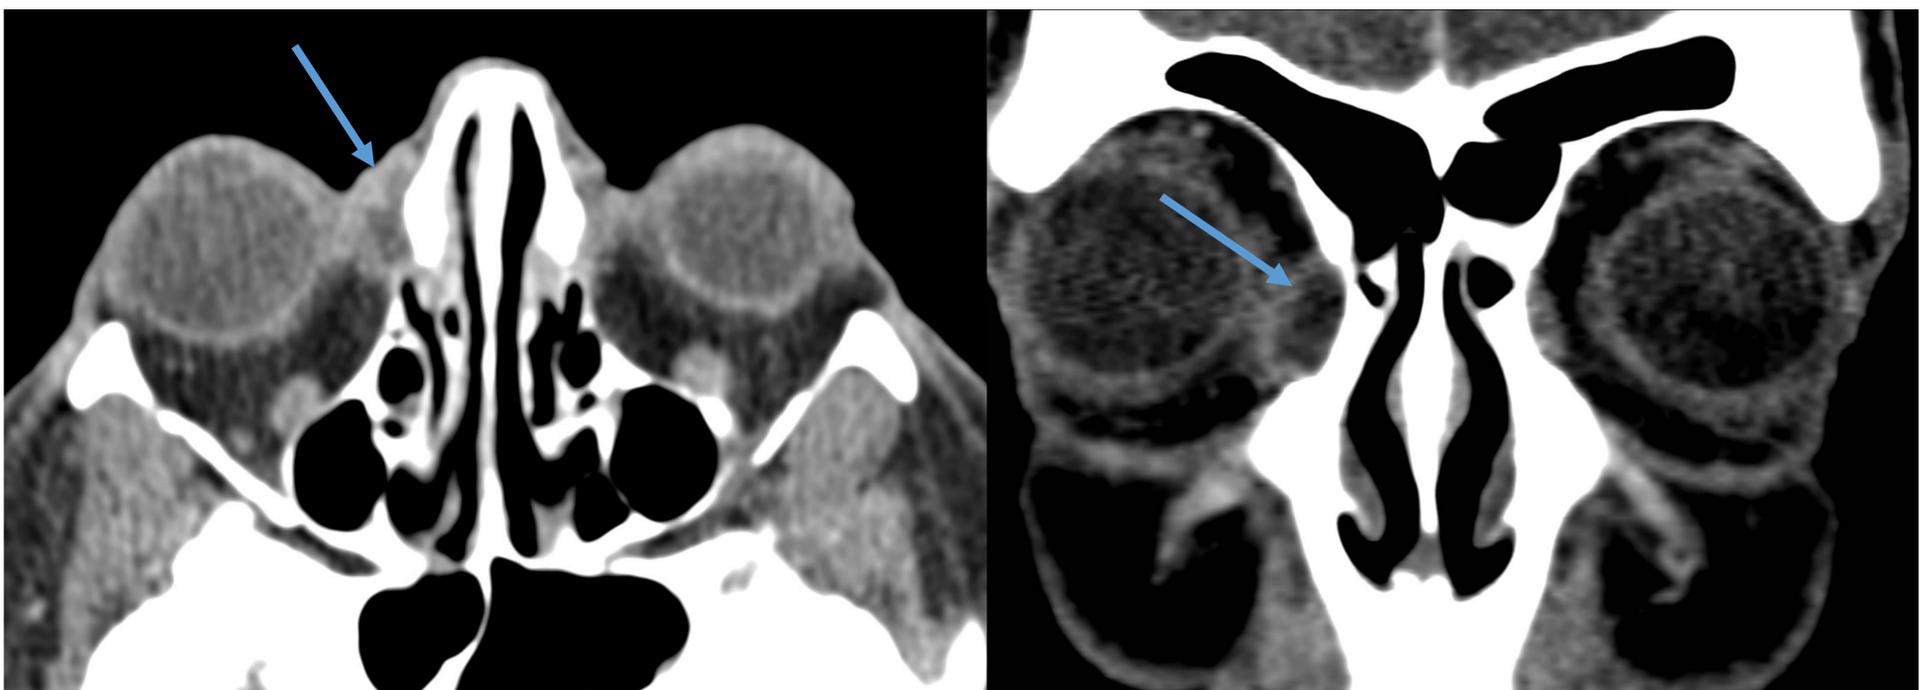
Dacriocistitis. Paciente de 23 años derivada por oftalmología por celulitis preseptal que asocia empastamiento del canto interno del ojo. Se realiza TC orbitario en fase venosa tras administración de CIV en donde se identifica lesión pseudonodular hipodensa con realce periférico a nivel del ángulo orbitario inferomedial del ojo derecho compatible con dacriocistitis.
